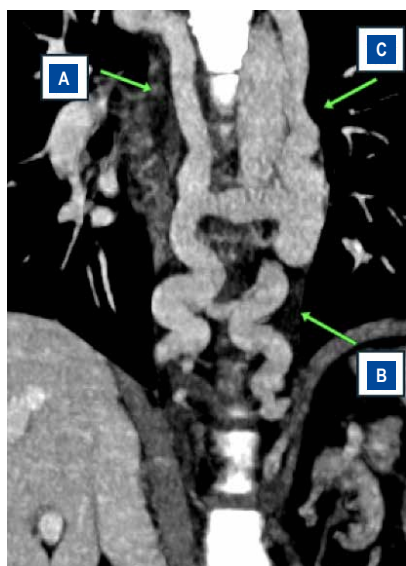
Angiotomografía de tórax en fase venosa en corte coronal con reconstrucción MIP de 4mm, donde se evidencia vena ácigos (A), hemiácigos (B) y vena accesoria (C) de trayecto tortuoso y de calibre incrementado.
